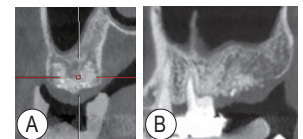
17 拔牙位点保存后 6 个月 CBCT 影像 A: 冠状面; B: 矢状面
